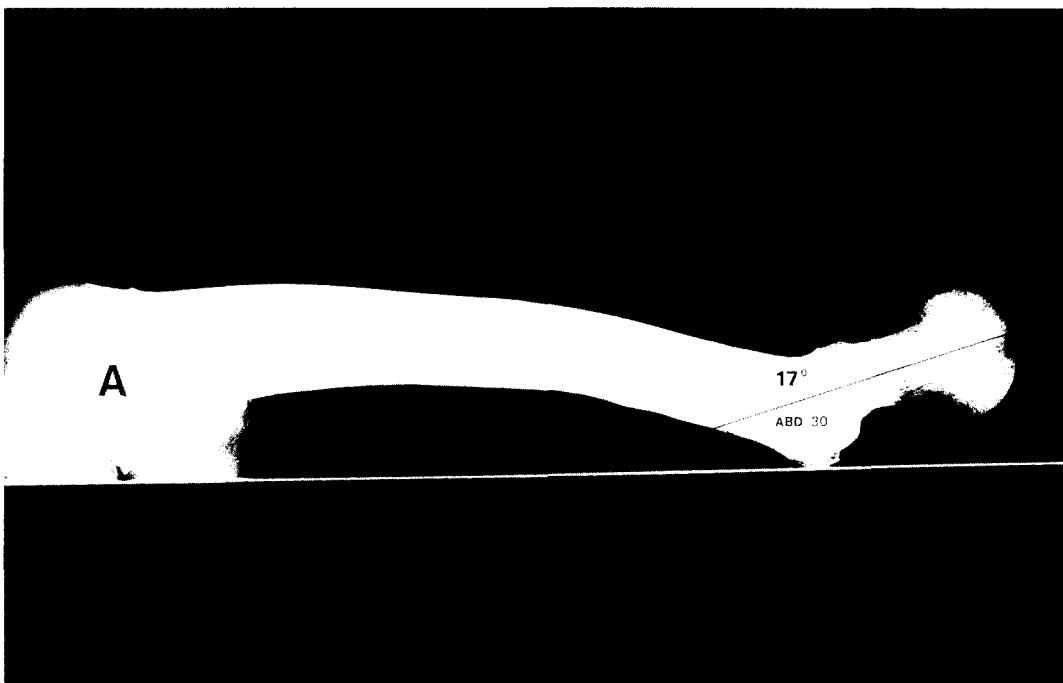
Roentgenogram demonstrating the apparent angle of anteversion.
